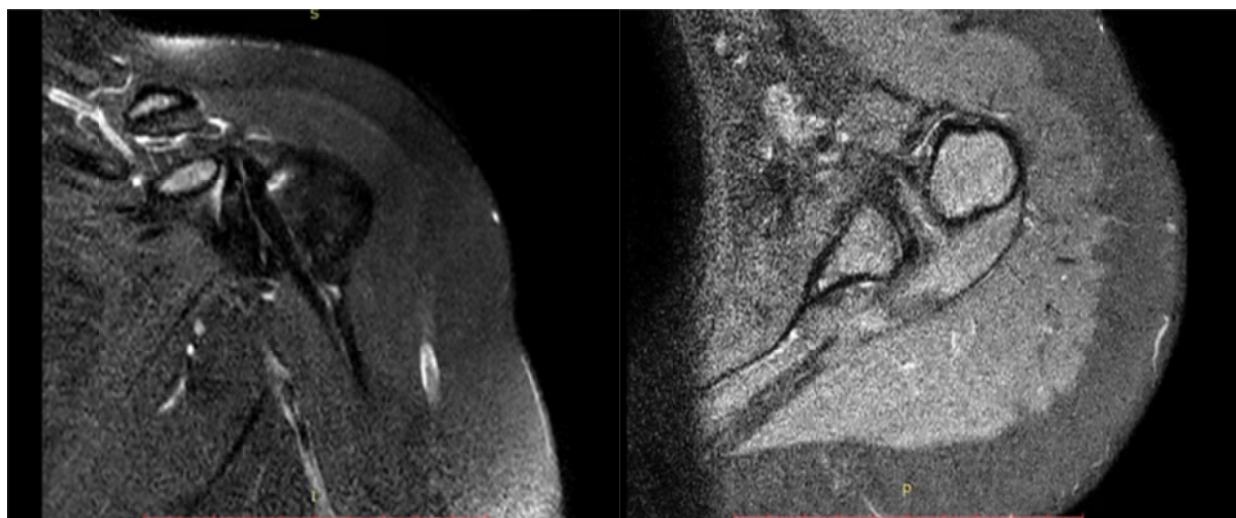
МРТ плеча до операции, выявлен третий тип нестабильности сухожилия длинной головки бицепса
